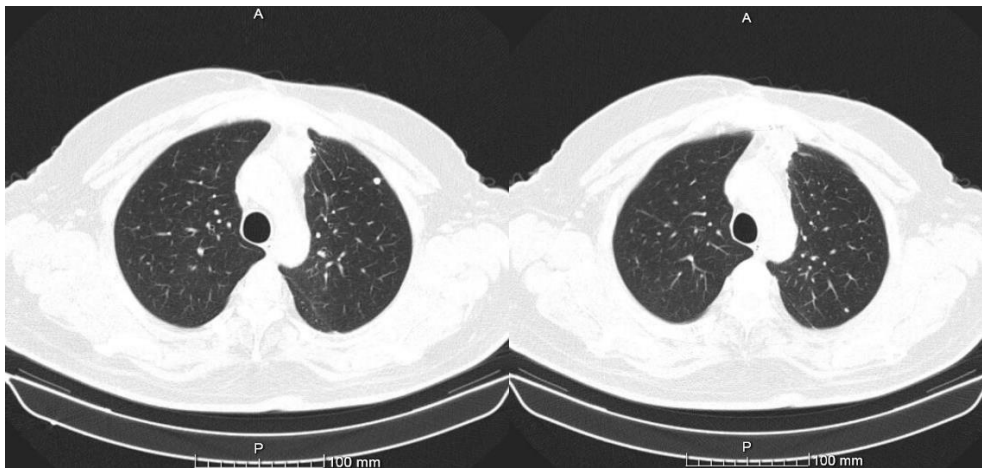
TC torácica de janeiro de 2019; na imagem da esquerda observa-se nódulo calcificado no segmento anterior do Lobo Superior Esquerdo com 4 mm; na imagem da direita identifica-se nódulo calcificado no segmento ápico-posterior do Lobo Superior Esquerdo com 5 mm, ambos de provável natureza residual, sobreponíveis aos exames anteriores.
